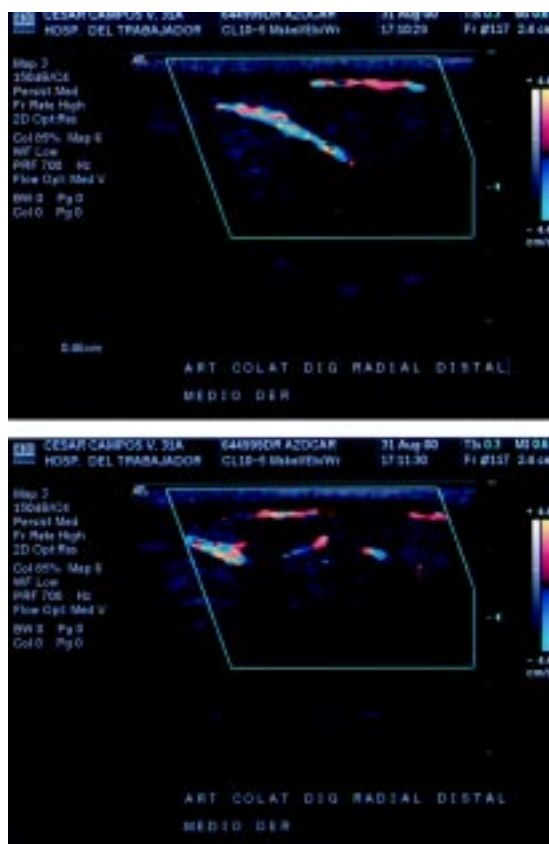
ECO Doppler color de los vasos digitales del dedo medio de uno de nuestros casos donde se pueda observar el arco digital palmar medio emergiendo de la arteria digital radial.
